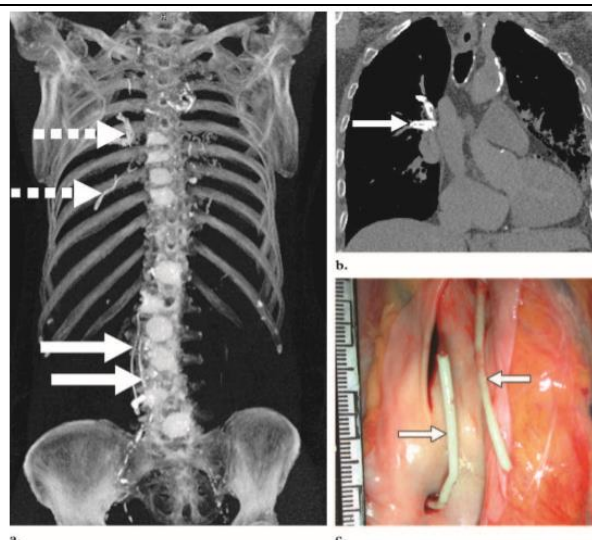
Uso de imágenes postmortem para abordar cuestiones médico-legales. (A) La imagen MIP anteroposterior muestra cemento de vertebroplastia en la vena cava inferior (VCI) (flechas sólidas) y ramas de la arteria pulmonar (flechas discontinuas). (B) La imagen de TC coronal muestra la embolia de cuerpos extraños de la arteria pulmonar derecha (flecha) como causa de muerte. (C) La fotografía de autopsia muestra cemento en la VCI (flechas). El cemento alcanzó la IVC a través de venas lumbares en las que se había inyectado el cemento como parte del tratamiento mínimamente invasivo⁸.
